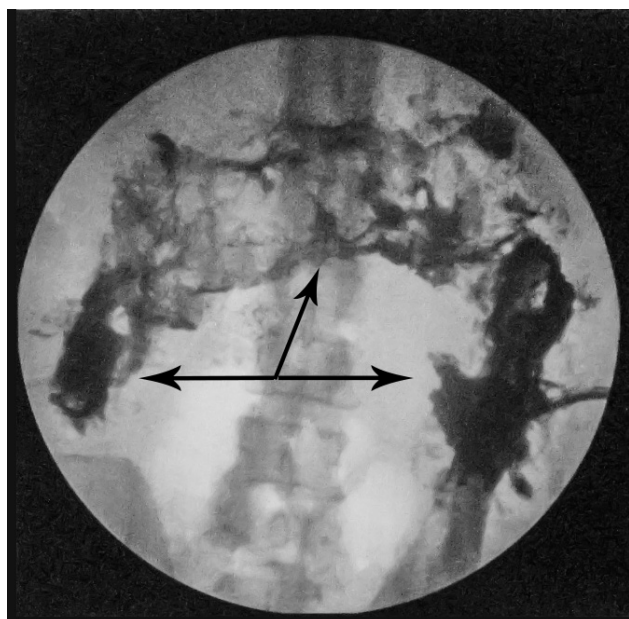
Рентгенограмма живота с контрастированием брюшинного пространства: обширная брюшинная полость (стрелки)
